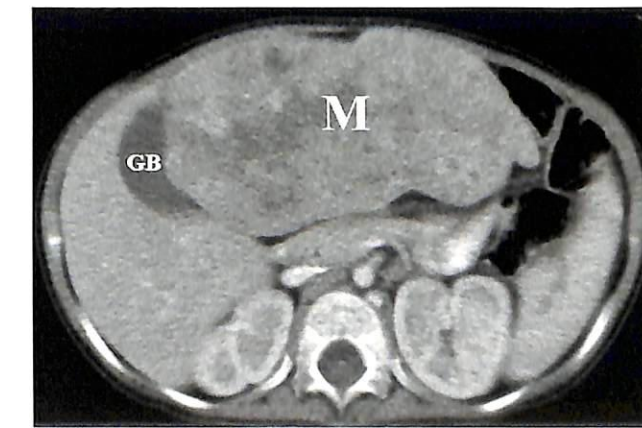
Гепатобластома у 18-месячной девочки с абдоминальным образованием. (А) На поперечном срезе печени определяется неоднородное образование (М) в ее левой доле. (В) КТ
